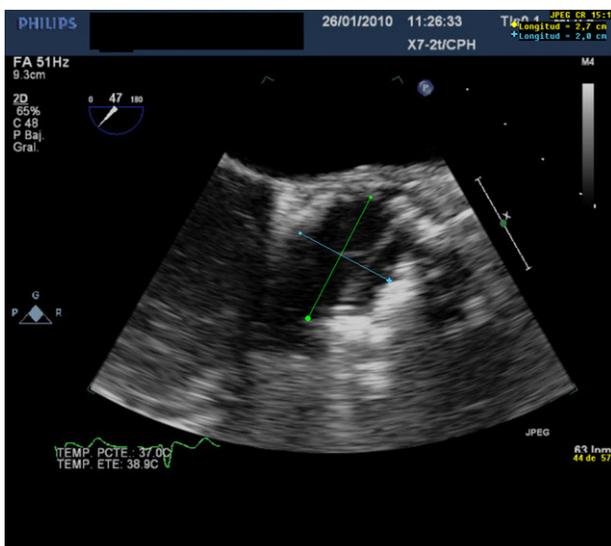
Ecocardiograma transesofágico inmediatamente después de la implantación de la prótesis. Las medidas realizadas en un eje corto a nivel aórtico muestran un diámetro mayor de 27 mm y un diámetro menor de 20 mm, concordantes con los medidos en la prótesis explantada. Obsérvese también la apariencia asimétrica de las valvas.
